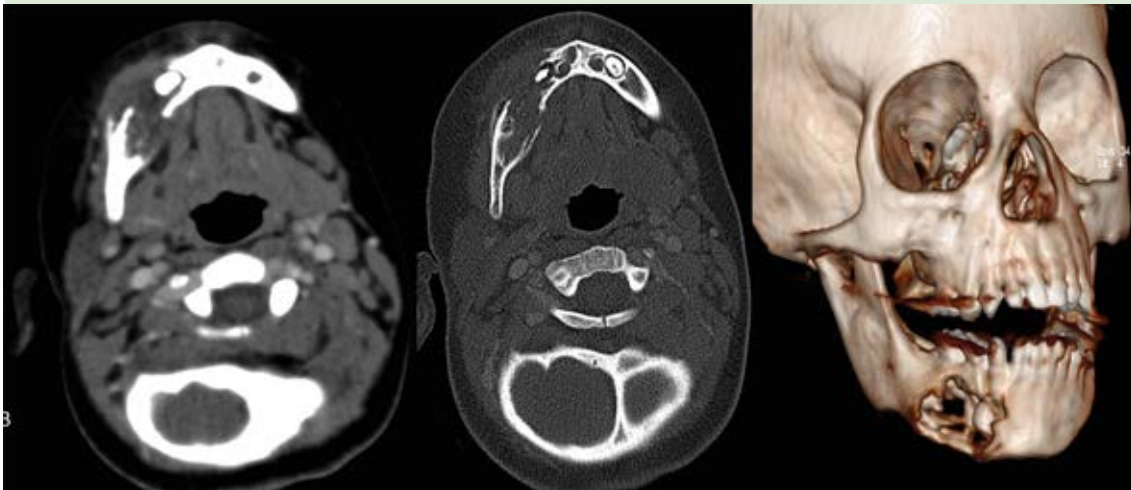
Tomografía contrastada de macizo facial con reconstrucciones multiplanares, cortes axiales con técnica para tejido blando, técnica para hueso y reconstrucciones en 3D. Se identifica una lesión ósea lítica de apariencia sólida con densidad de partes blandas que afecta la rama horizontal derecha de la mandíbula, por debajo del borde inferior del primero y segundo molares, de 25 x 12 mm, sin reforzamiento al contraste IV, hueso adyacente con reacción perióstica en cortical anterior y posterior de ambos extremos de la lesión.
